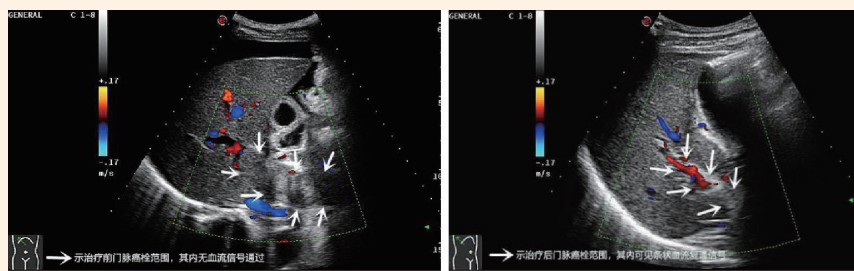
超声影像(我科就诊的结肠癌肝转移患者 HIFU 治疗后门静脉瘤栓范围较前减小, 血流复通)
